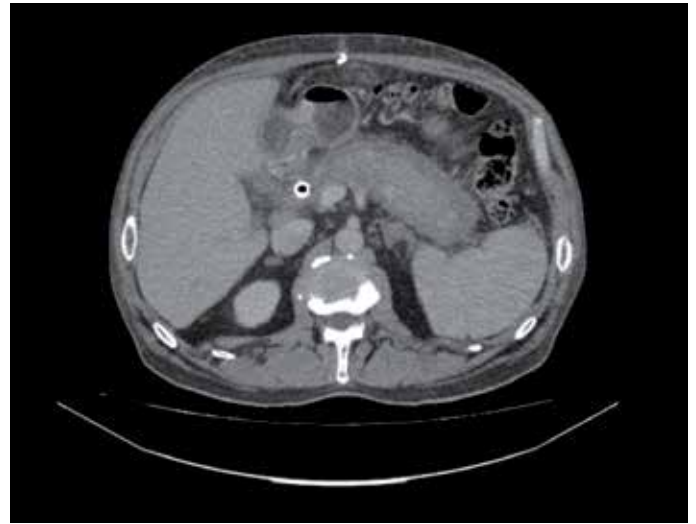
КТ пацієнта з автоімунним ХП. Дифузне збільшення ПЗ за типом «сосиски», вогнищеве утворення в ділянці гачкоподібного відростка, чітка (капсулоподібна) межа ПЗ з оточуючими тканинами (власне спостереження).
